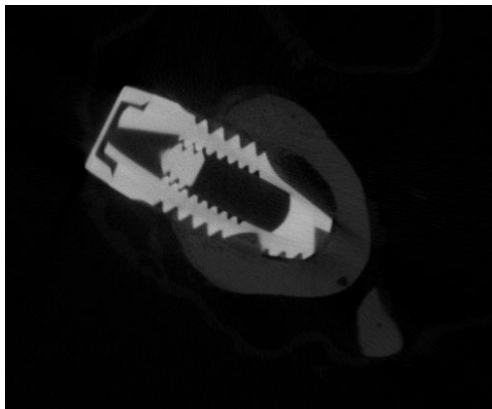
Reconstructed image G3 implant μ CT within a 6-week period.
